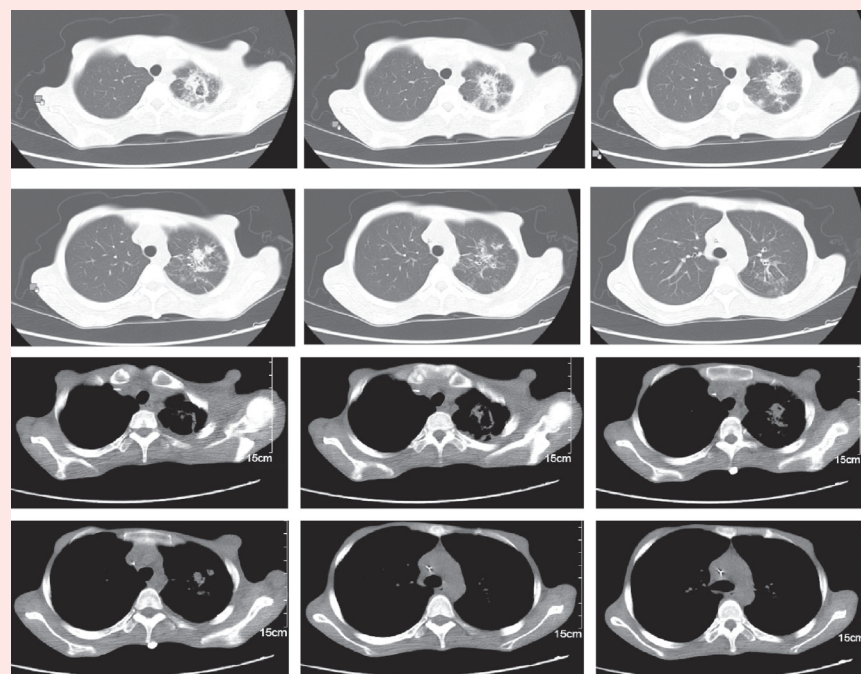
影像学资料——2021.4.7(抗真菌治疗2周)肺部CT
